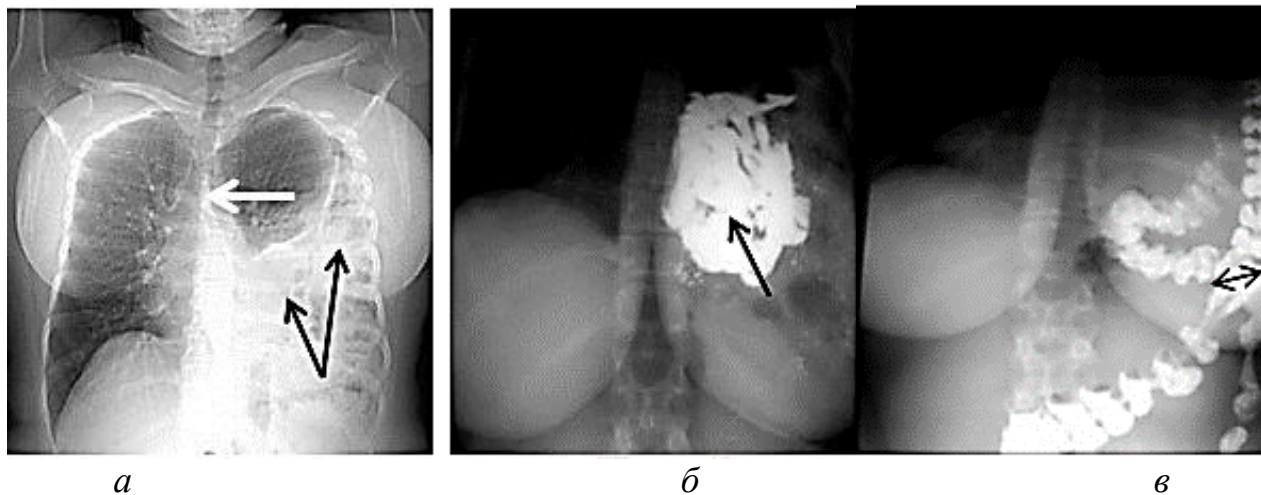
Рентгенологическая картина левосторонней грыжи Бохдалека: а – перемещение в левую плевральную полость содержащих газ желудка и поперечно-ободочной кишки (черные стрелки), дислокация средостения вправо (белая стрелка); б – контрастирование петель тонкой кишки (черная стрелка) при исследовании пассажа бария по кишечнику; в – заполнение контрастом перемещенной поперечно-ободочной кишки (черная стрелка – грыжевые ворота) (Татур А. А. Заболевания и повреждения диафрагмы – Минск : БГМУ, 2018.)
